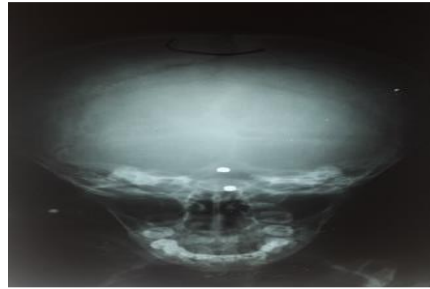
Radiographie du crâne visualisant des projectiles dans la région frontale
